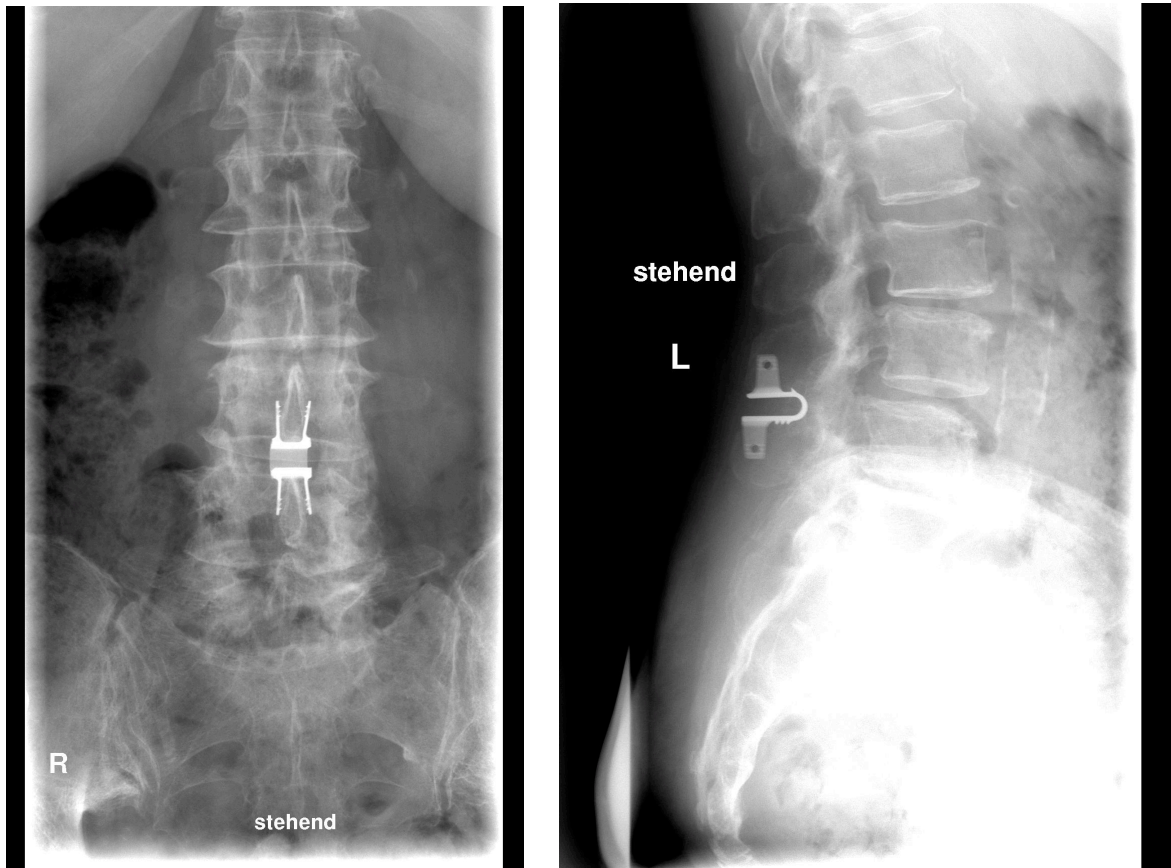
Postoperative Kontrollaufnahmen (Nativ-Röntgen in zwei Ebenen)
